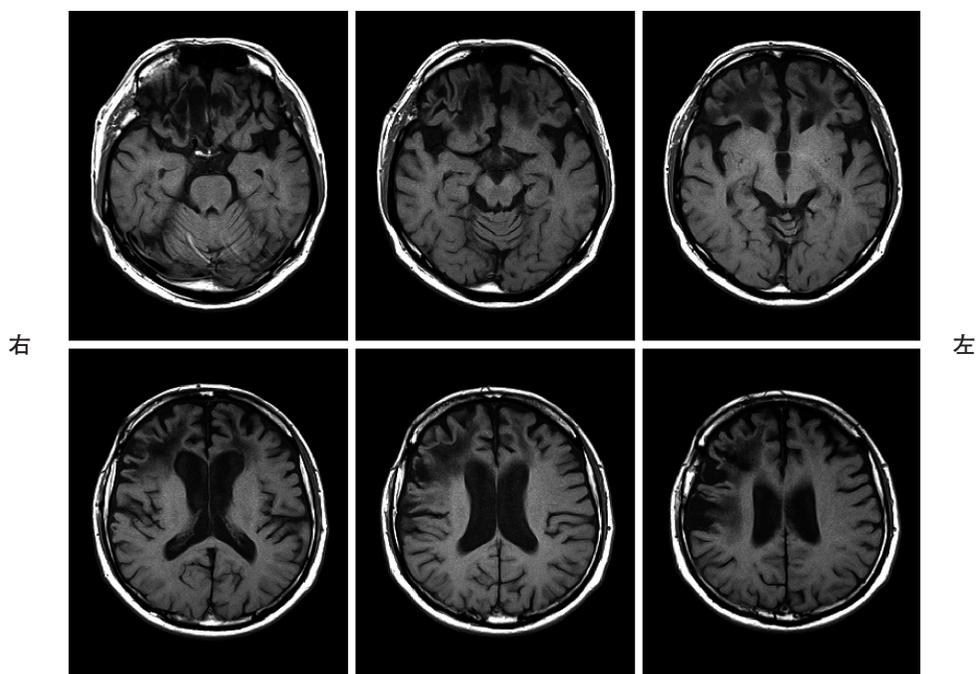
入院時の頭部MRI T1画像（受傷から24年経過）
